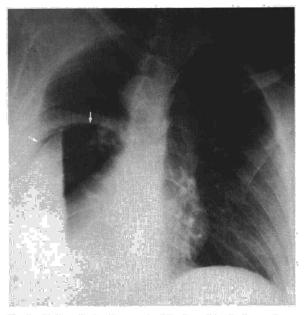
Radiografía de tórax en decúbito lateral izquierdo: confirmación de la imagen quística con un nivel hidroaéreo en su interior.
